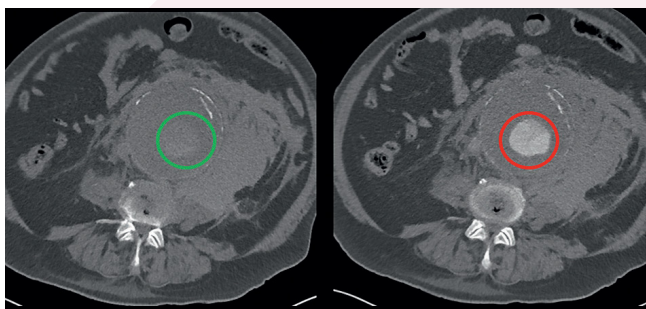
Links (grüner Kreis) zeigt eine arterielle Aorta, in der das KM überholt wurde, durch Beschleunigung des CT rechts (roter Kreis) einer zuvor geplanten Spirale, die direkt im Anschluss gestartet werden konnte.
